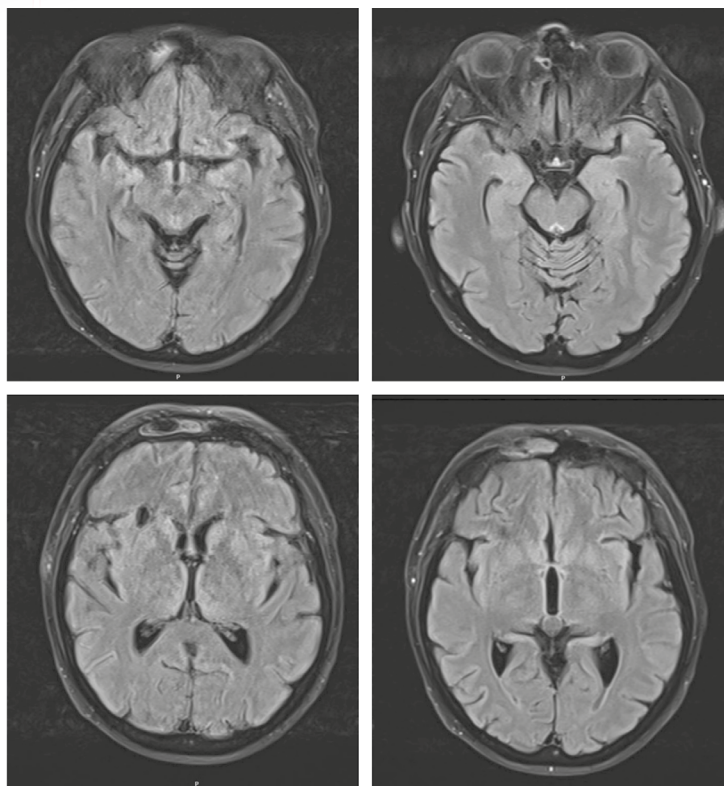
RM cerebral de control (secuencia FLAIR) tras tratamiento con tiamina que muestra mejoría de las hiperintensidades en sustancia gris periacueductal, hipotálamo, tálamos mediales, cuerpos mamilares y alrededor del tercer ventrículo.
